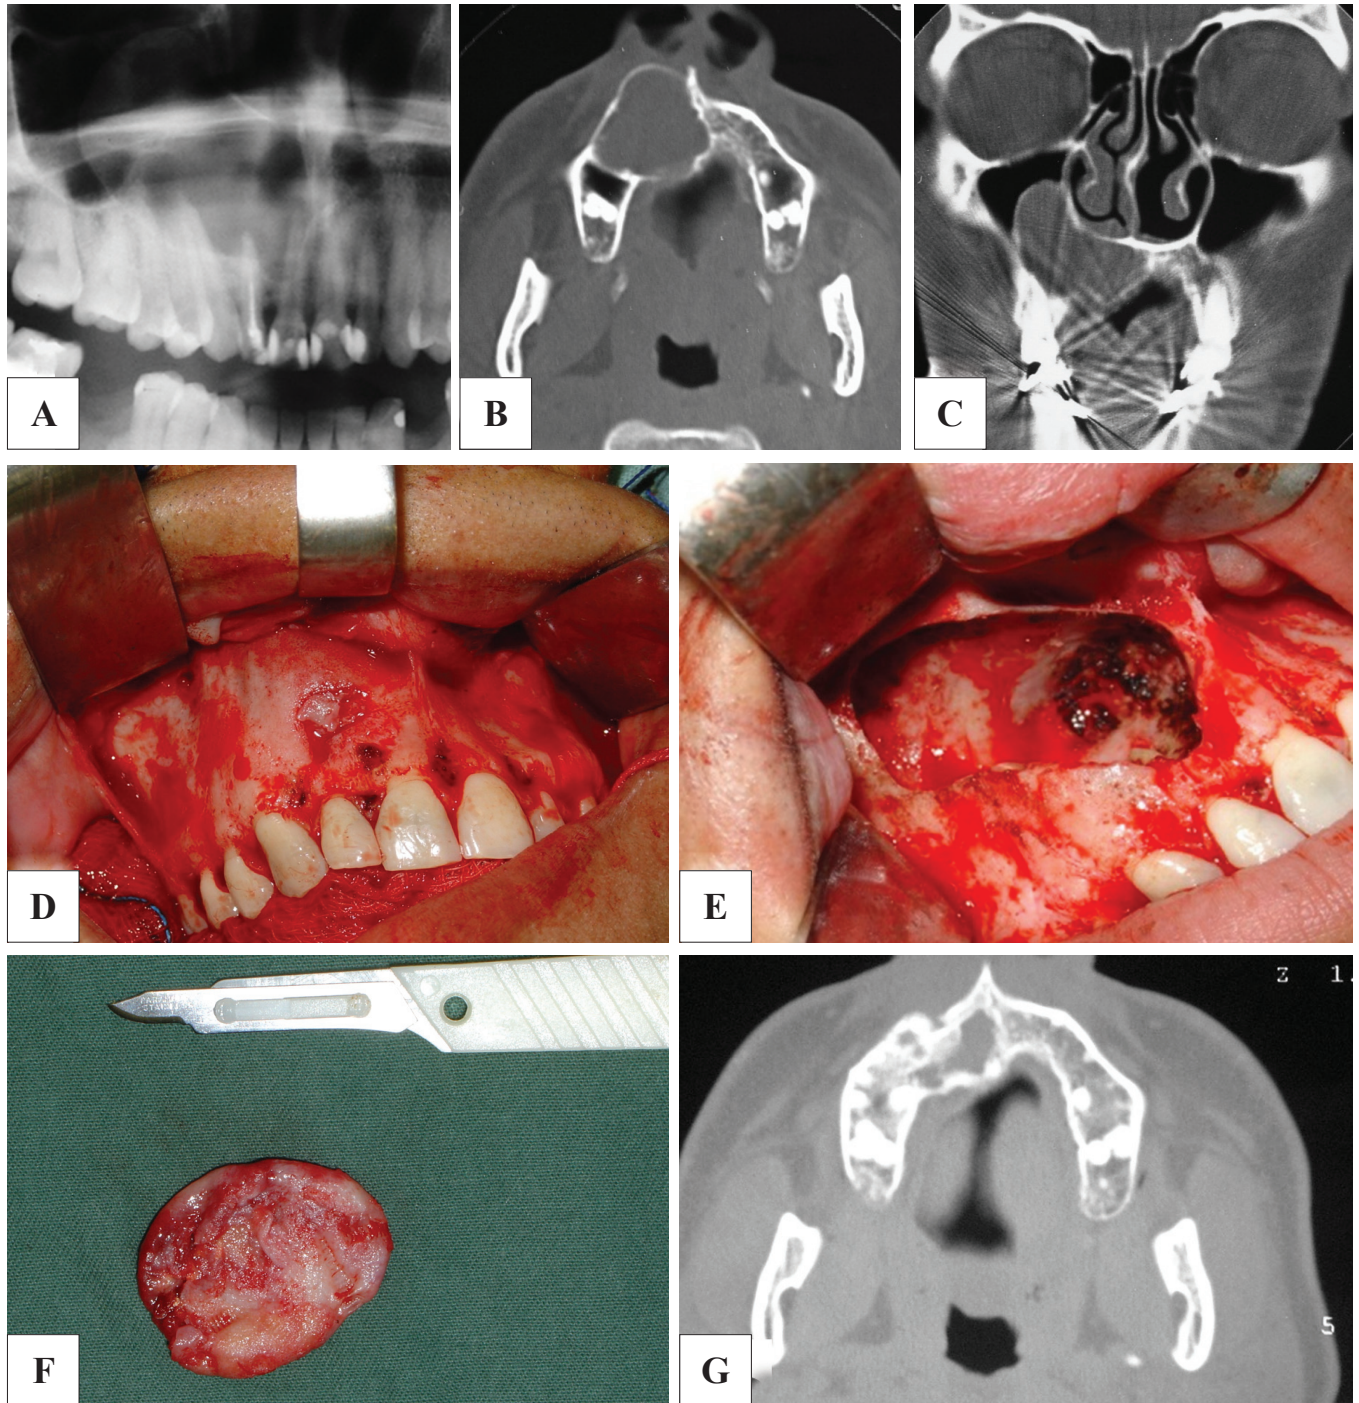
Radiografia panorâmica e tomografia computadorizada pré-operatórias (A-C); vista transoperatória, evidenciando o acesso cirúrgico com manutenção do periósteo aderido à lesão (D) e a loja óssea após os tratamentos complementares (E); peça cirúrgica (F); tomografia computadorizada pós-operatória de seis anos (G).
